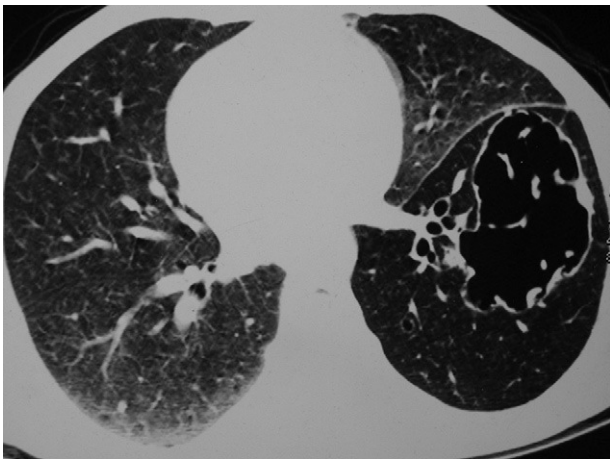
La tomografía computarizada (TC) de tórax en la presentación inicial muestra un quiste de forma irregular y pared fina junto con una disminución generalizada de la atenuación en el lóbulo inferior izquierdo.
